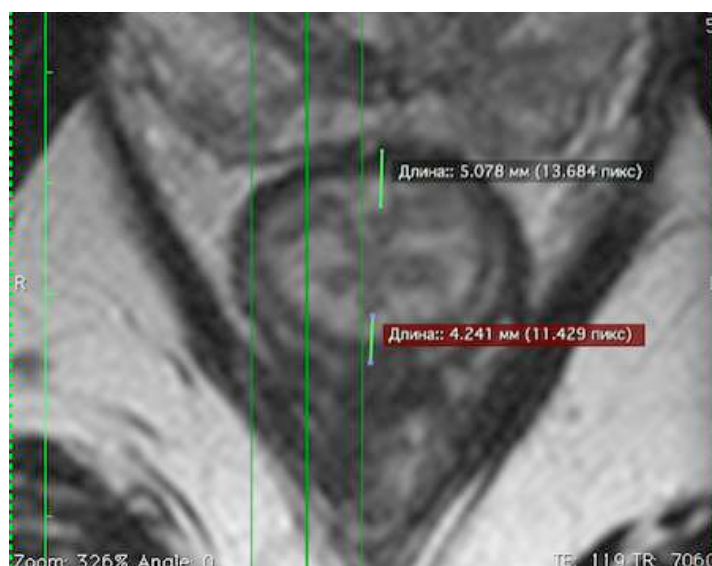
МРТ определение толщины стенки прямой кишки
